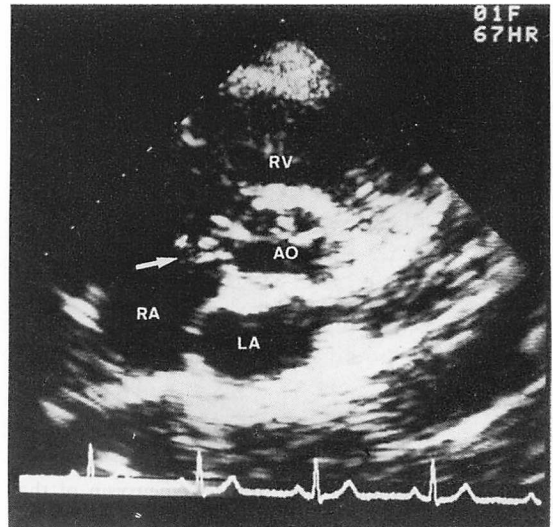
Two-dimensional echocardiogram of Case 2.
